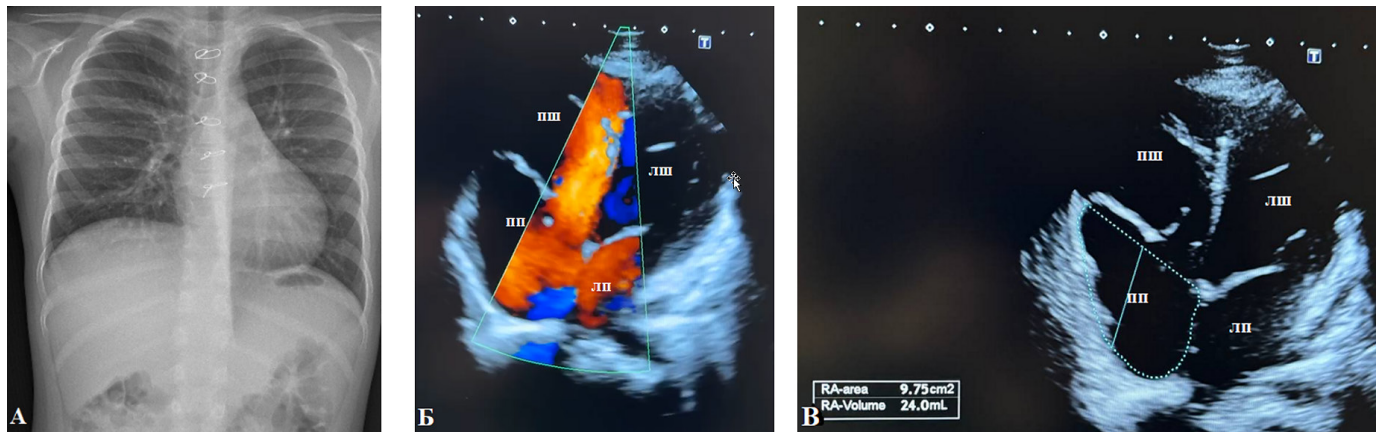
Післяопераційна рентгенографія ОГП
